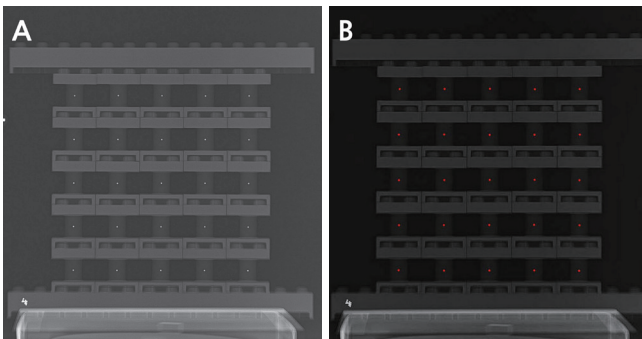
(A) Lateral cephalometric radiograph of phantom device. (B) Tracing and measure of phantom device using V-ceph program.
